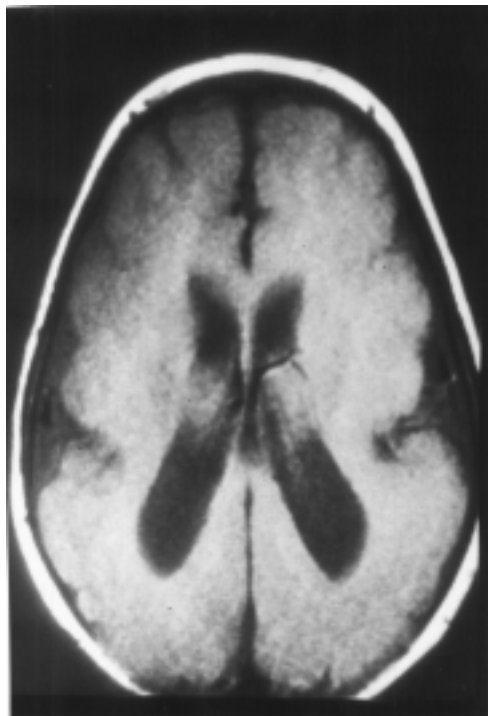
RM en proyección axial en un caso de paquigiria que revela escasa cantidad de surcos y grandes circunvoluciones corticales.
